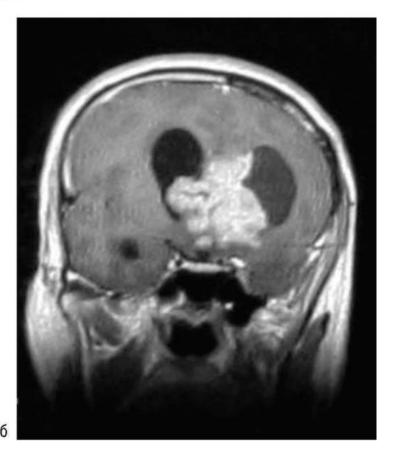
Опухоль боковых и III желудочков (эпендимома), магнитно-резонансная томография, T1-взвешенные изображения с контрастным усилением: а - аксиальная; б - фронтальная проекции
